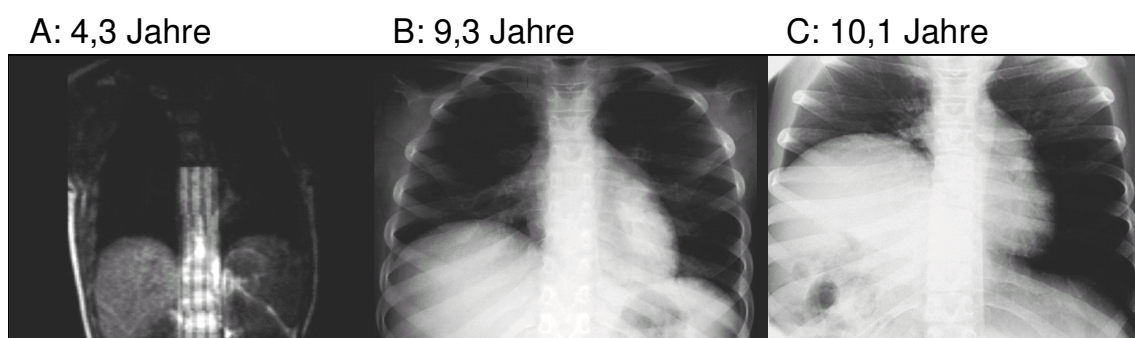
Entwicklung des Zwerchfellhochstandes bei der Patientin Juv Px 2. Eine CT-Rekonstruktion des Thorax zeigt noch keine Eventration des Diaphragmas im Alter von 4,3 Jahren (A). Erst mit 9,3 Jahren zeigen Röntgenbilder einen Hochstand des rechten Hemidiaphragmas (B), der sich in Folge weiter fortgeschreitet (C).
